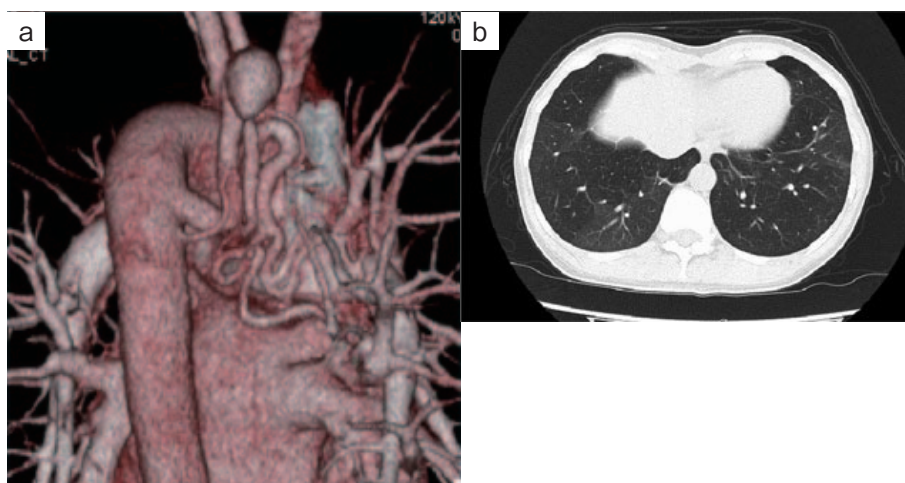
胸部造影CT検査. (a) CTアンギオグラフィーでは、気管分岐部レベルの下行大動脈から分岐した気管支動脈が椎体の前を横切ってから上行し、上縦隔の椎体右側で径28mmの瘤形成が確認される。流出血管は拡張・蛇行している。(b) 肺野条件（スライス厚：5mm、Window level：-650、window width：1,500）では、特に右下肺野にmosaic attenuationを認める。
